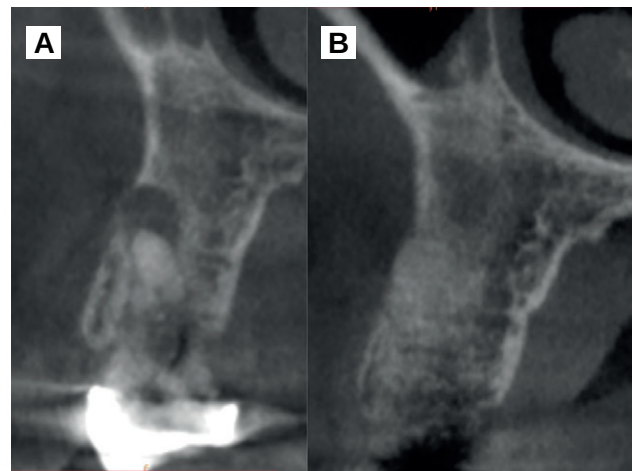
A. CBCT preoperatorio. B. CBCT en el postoperatorio inmediato.
